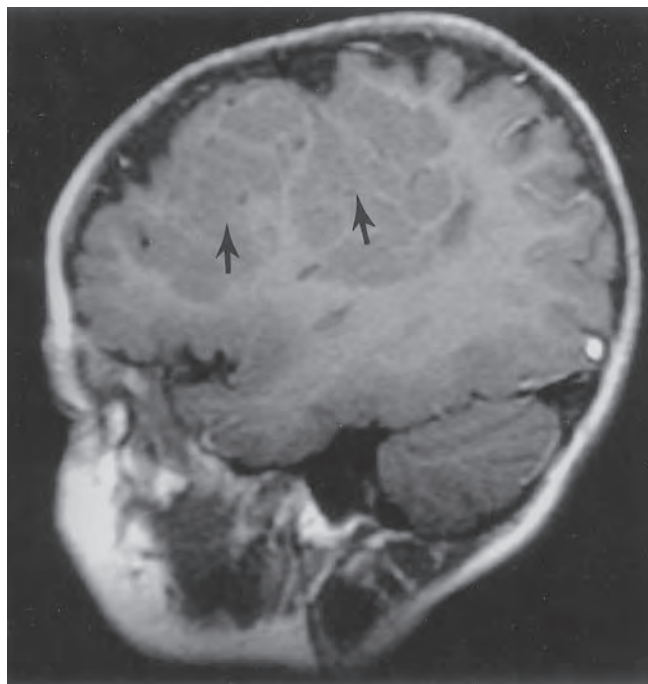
Estudio de imagen por RM del cerebro que señala heterotopia cortical (flechas).
